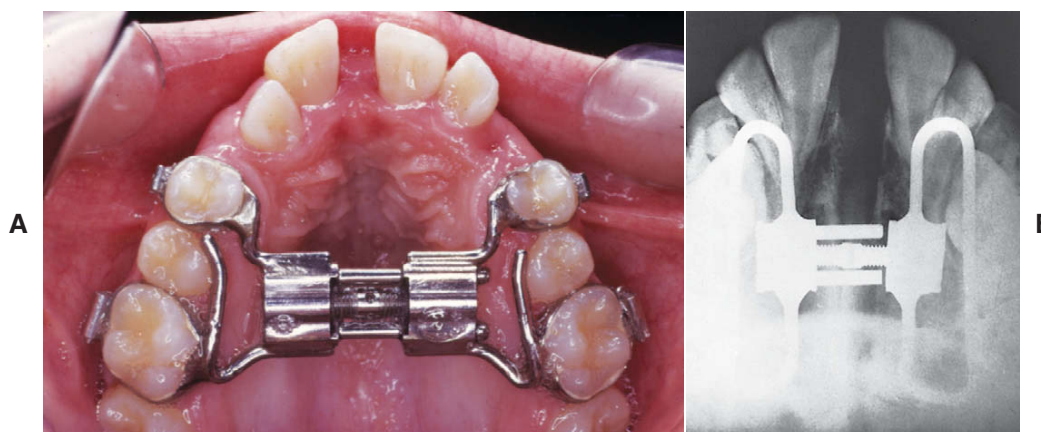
A aplicação de força de maneira transversal na maxila em crianças e adolescentes pode abrir a sutura palatina mediana. A, A força de expansão normalmente é liberada por um parafuso tipo torno fixado aos dentes superiores, como neste expensor Hyrax com armação de metal e parafuso tipo torno, visto no final da expansão rápida (0,5 mm/dia). A maxila abre como se tivesse uma dobradiça, com o ápice na ponte do nariz. B, A sutura também abre com uma dobradiça de maneira anteroposterior, abrindo mais na região anterior do que na posterior, como visto nesta radiografia do paciente após a expansão rápida.
